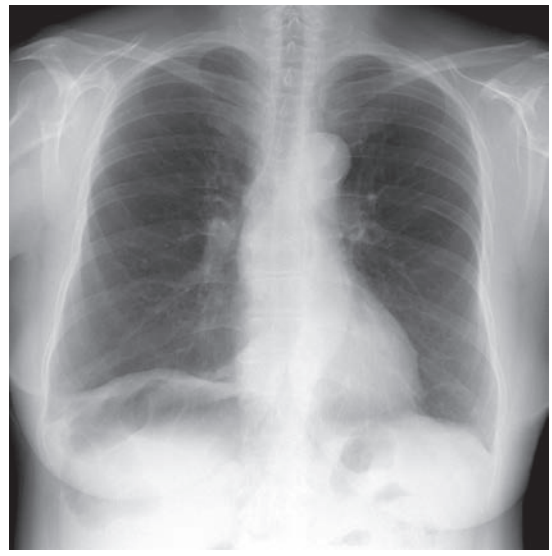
Pnömooperitonyum. Laparoskopik cerrahi sonrası elde edilen akciğer grafisi. Sağ hemidiafragma altında serbest hava görülmektedir. Yetersiz inspiriyum nedeniyle diafram kubbesi üzerinde sağda 8 kosta görülebilmektedir (beyaz yıldızlar sağ 8. kostonun arka kısmını göstermektedir).
